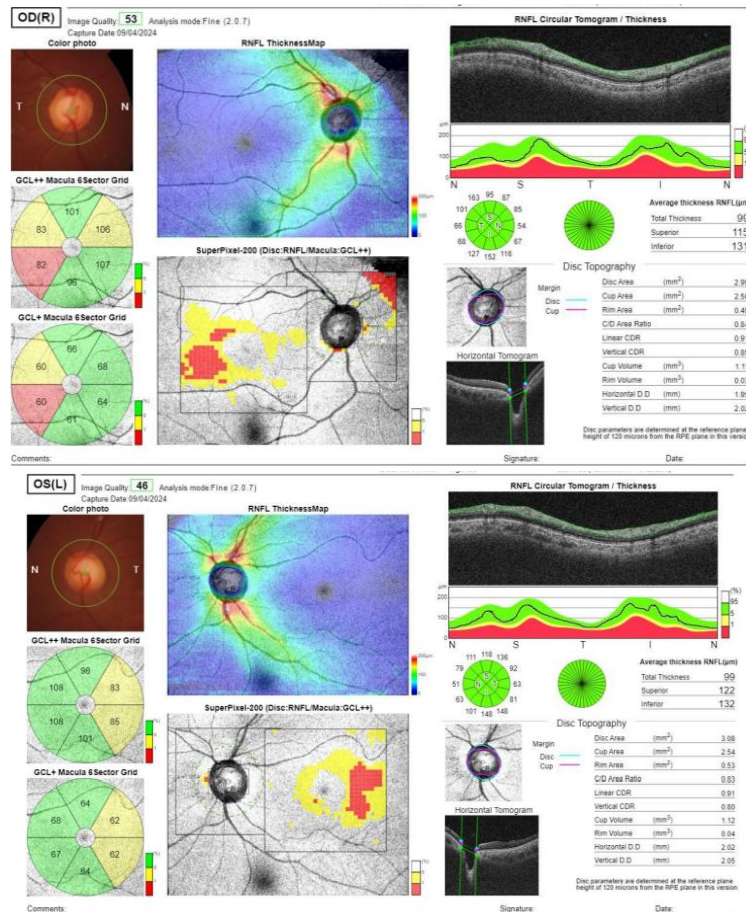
Tomografía de coherencia óptica 09/04/2024
